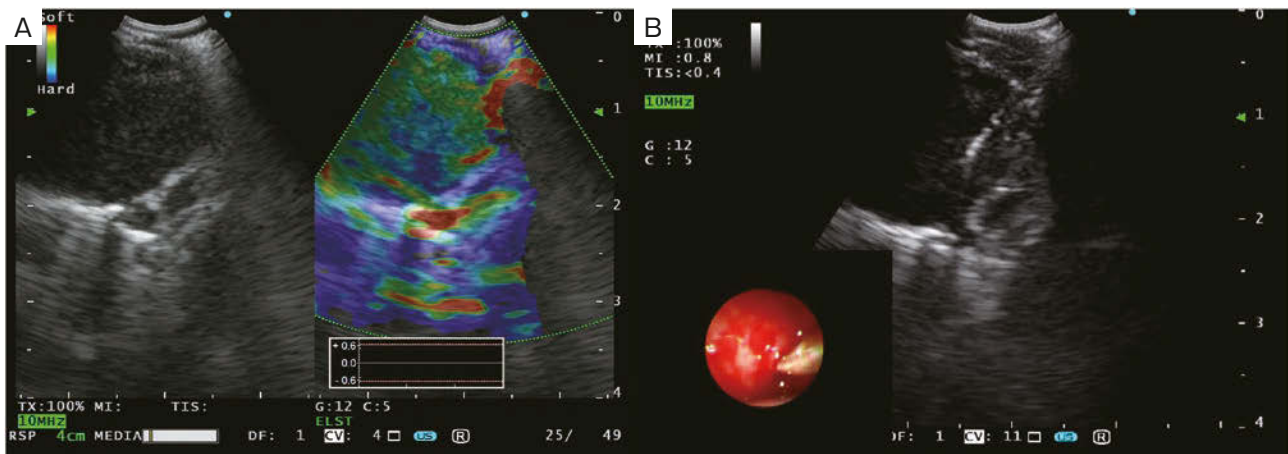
EBUS findings. An enlarged lymph node was observed and elastography showed predominantly non-blue (A). A miniforceps was inserted into the lymph node through a pinhole made by EBUS-TBNA under the simultaneous ultrasound guide (B).
